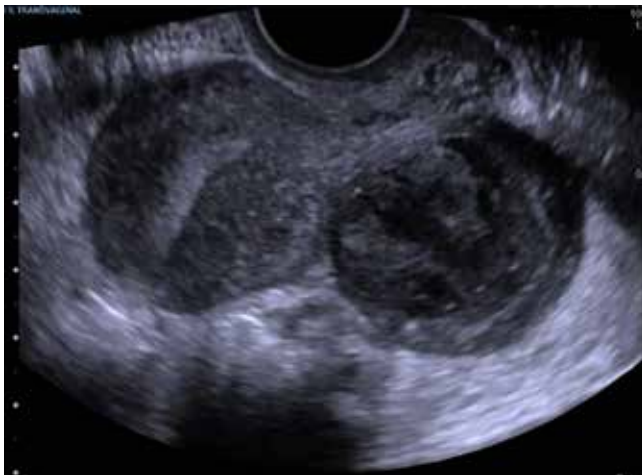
Ultrasonido transvaginal en el cual se observa del lado izquierdo útero y del lado derecho masa anexial heterogénea, correspondiente a embarazo ectópico crónico.
